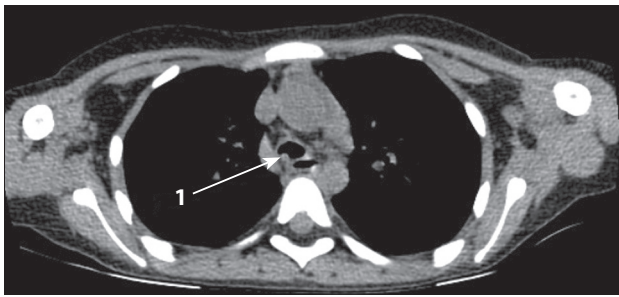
Рентгеновская компьютерная томография. Стеноз трахеи в нижней трети
